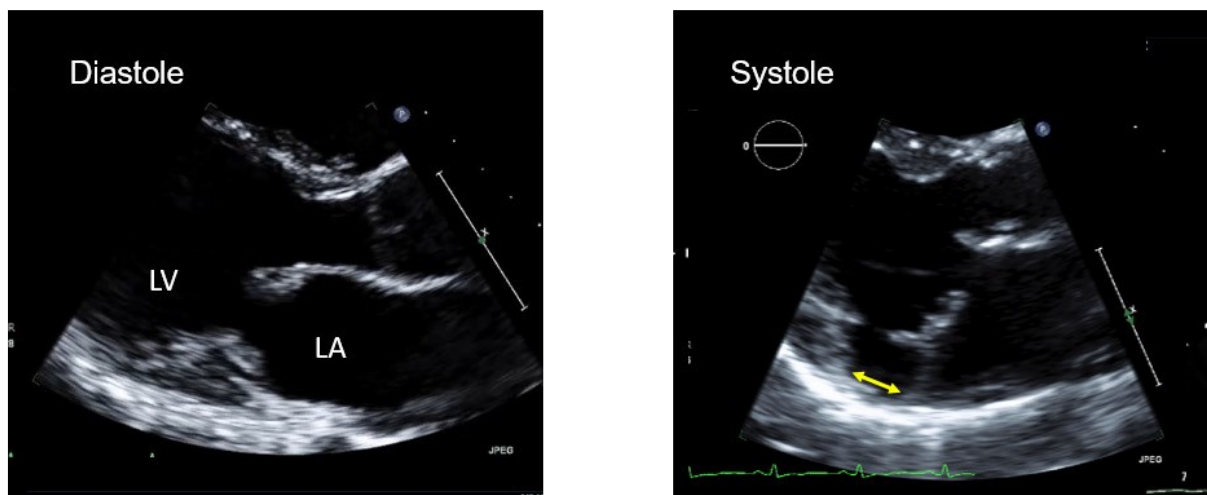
immagine ottenuta mediante ecocardiografia transtoracica (TTE) evidenzia la difficoltà di identificare e misurare MAD durante la fase diastolica
